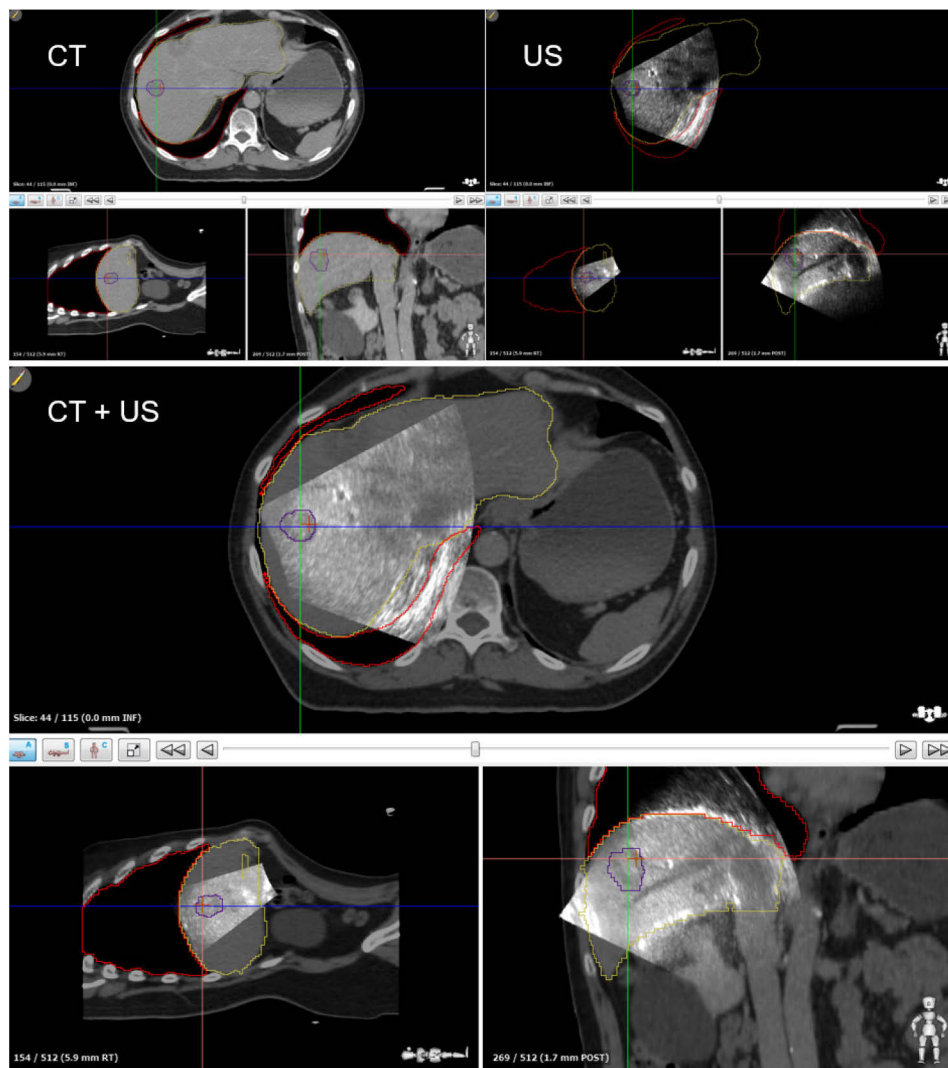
Intermodales Matching von Planungs-CT und Referenz-Ultraschall-Datensatz bei Erstellung des Bestrahlungsplans. a) Eingezeichnete Zielstruktur (lila), in diesem Fall der Tumor selbst, im Planungs-CT. b) Zielstruktur im Ultraschall (US). c) Übereinander gematchte CT- und Ultraschallbilder.
